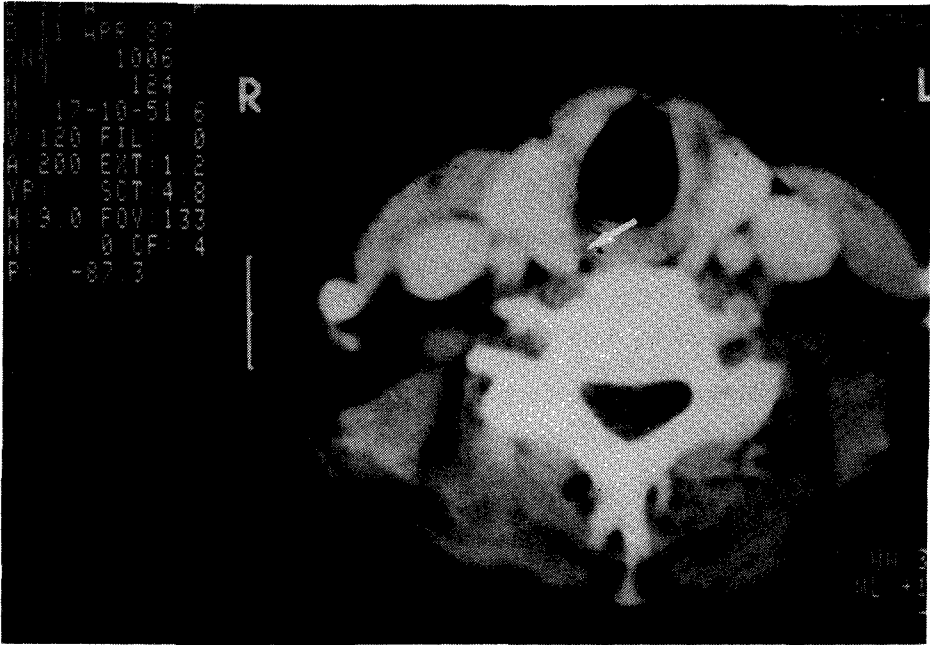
TAC cervical — A seta indica a localização da 4.^a glândula paratiróide, englobada no lobo direito da tiróide.
